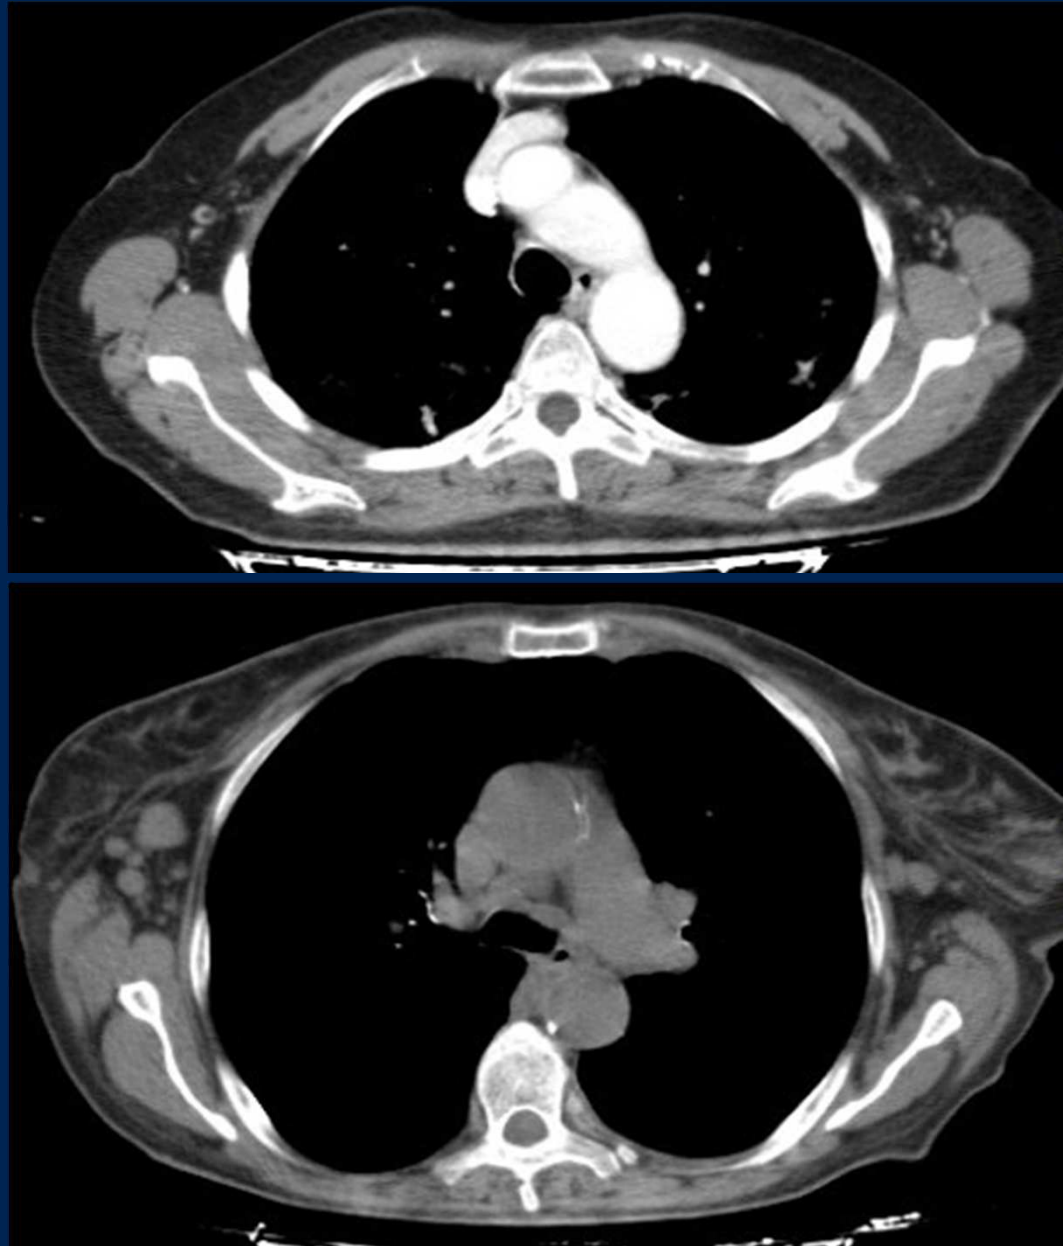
TC de torax con contraste endovenoso, se aprecian a nivel axilar imágenes ganglionares menores a 10 mm. Lado derecho a nivel axilar bilateral se observan multiples imágenes ganglionares mayores a los 10 mm en su eje corto.
